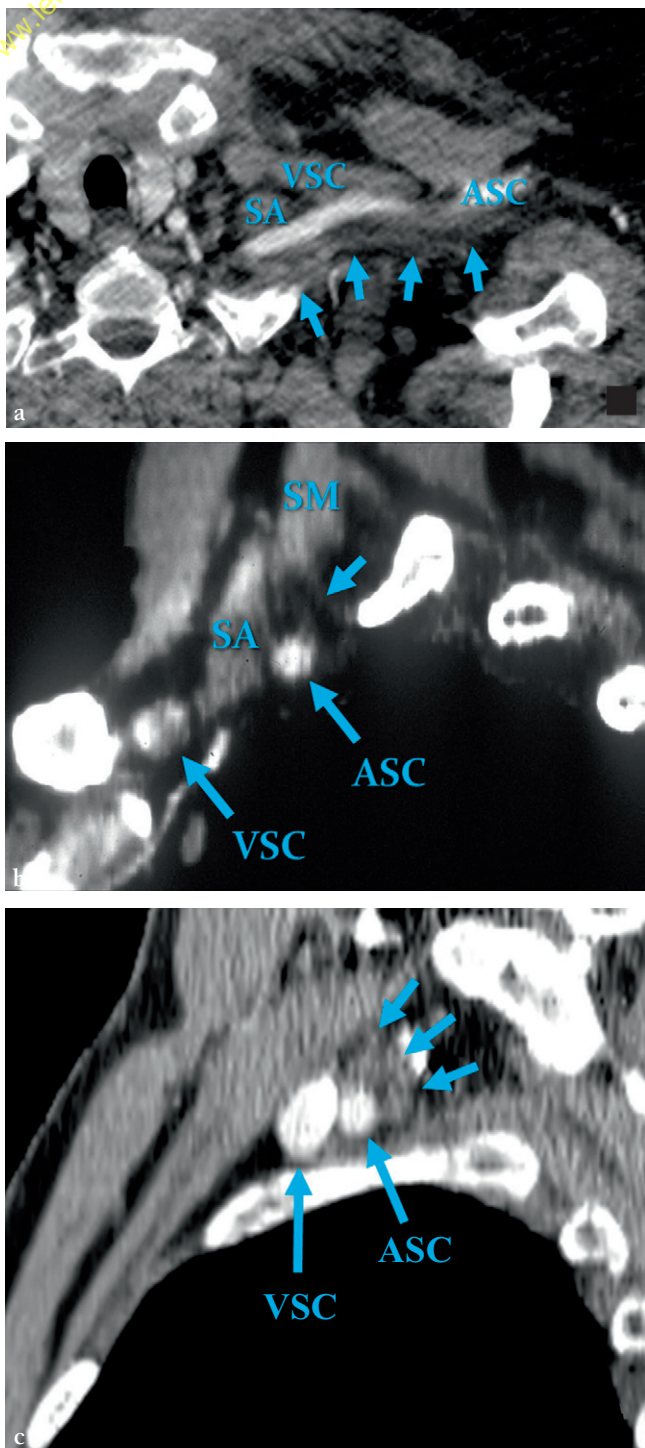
Aspect TDM normal du plexus brachial.
